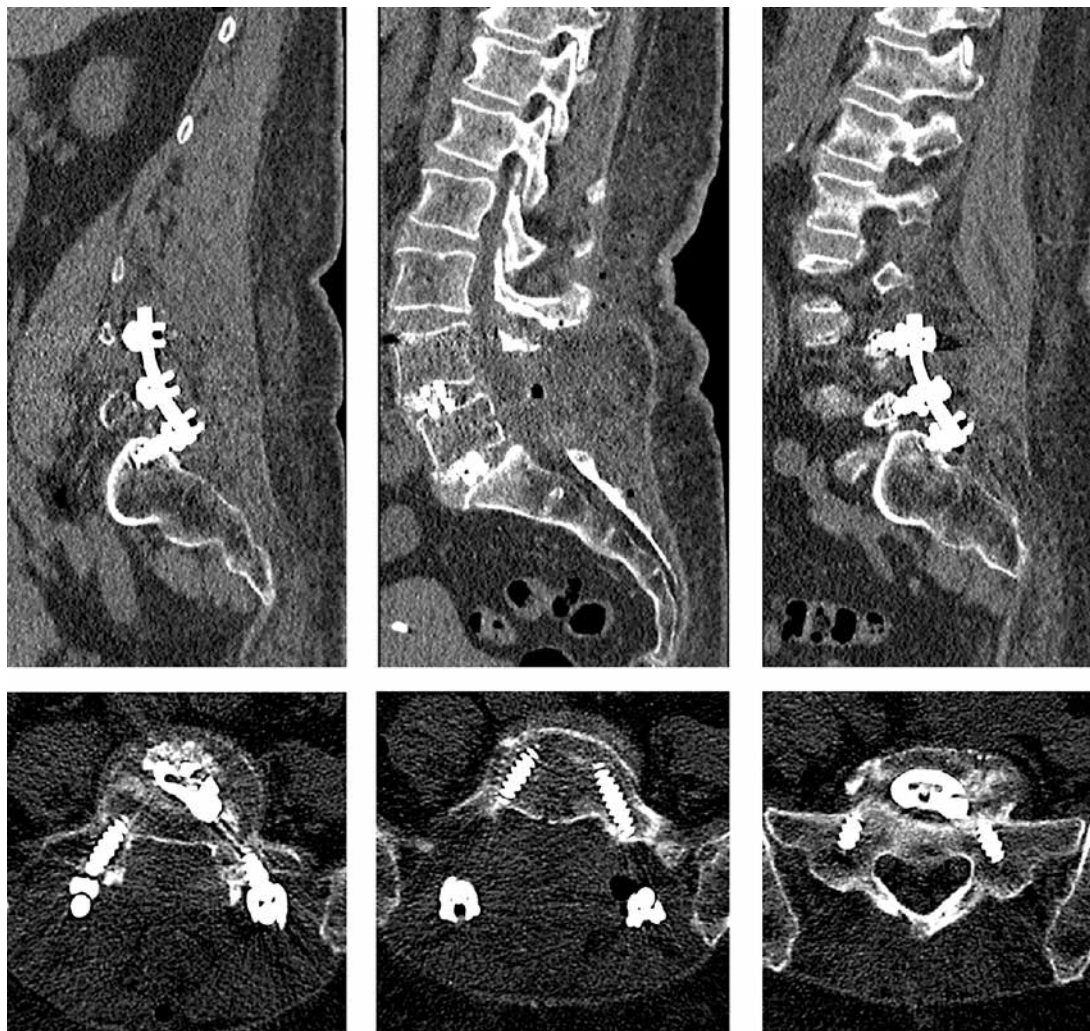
Послеоперационные компьютерно-томографические сканы поясничного отдела позвоночника. Отмечается полная и широкая декомпрессия нервных структур
